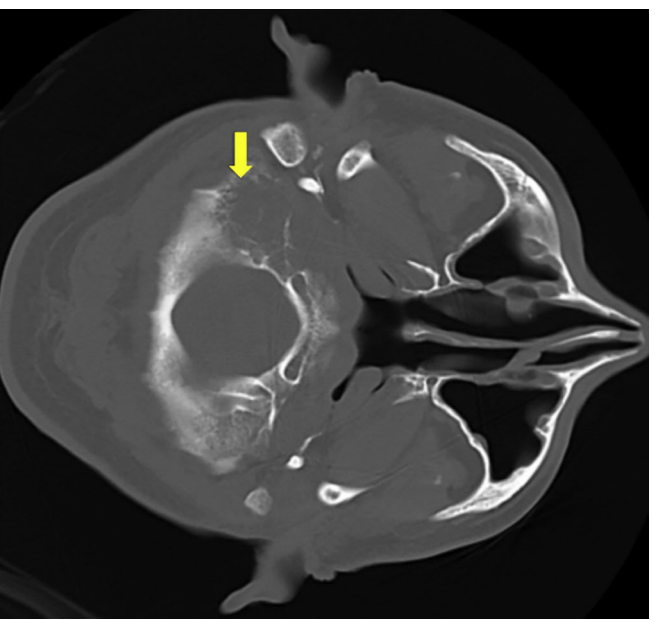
Corte axial de la TC craneal sin contraste intravenoso, ventana de hueso. Se observa lesión típtica (flecha) en escama y cóndilo occipital derecho con bordes espiculados, destructiva, que se dirige hacia la base del cráneo.
